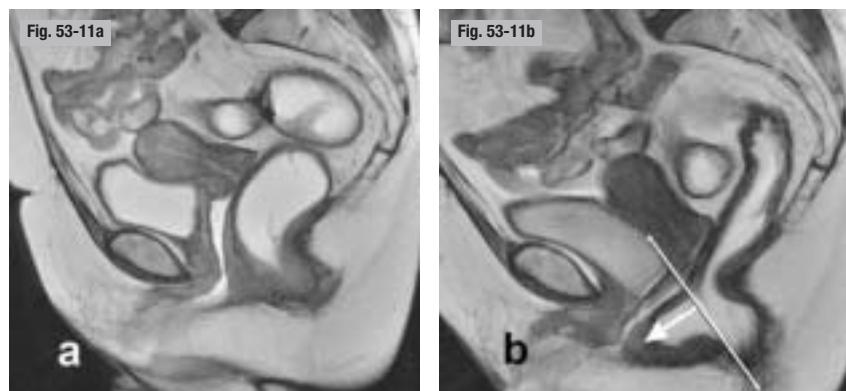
Rectocèle antérieure de pulsion. IRM pelvienne statique et dynamique. a) Au repos. b) En poussée. Apparition en poussée-évacuation d'une rectocèle antérieure mesurée à 3 cm (b, flèche).
